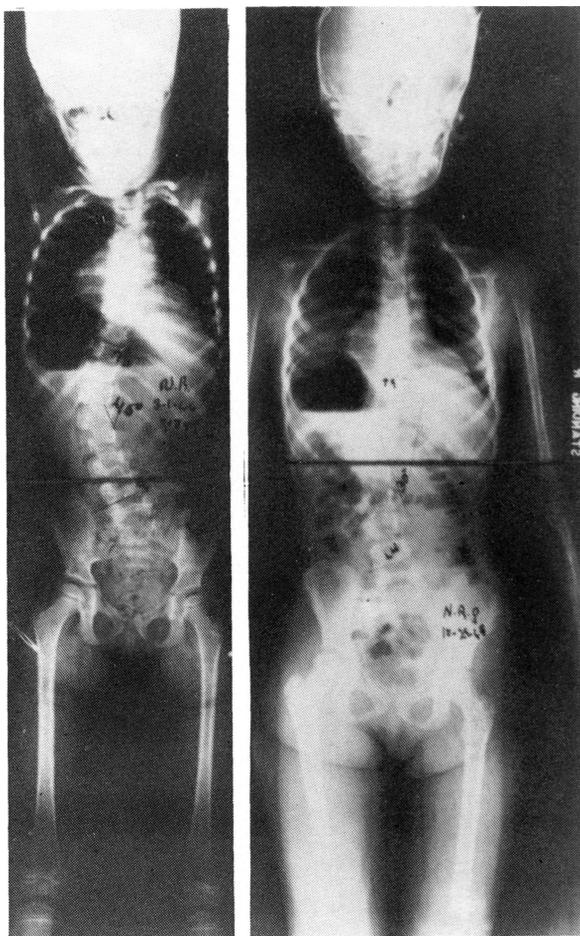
C y D.— Radiografía anteroposterior con la enferma también erecta, a la de 4 años y 8 meses y a los 6 años y un mes en las que se muestra la corrección progresiva.
